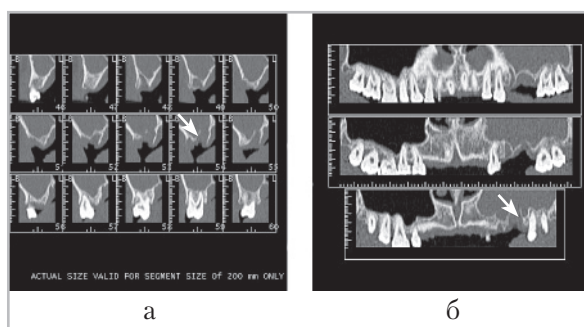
Дентальные компьютерные томограммы того же пациента (сагиттальные (а) и фронтальные (б) реконструкции изображений): визуализируется дефект кортикальной пластинки альвеолярного отростка до 4 мм на уровне латерального язычного корня удаленного 2.6 зуба (стрелки)
